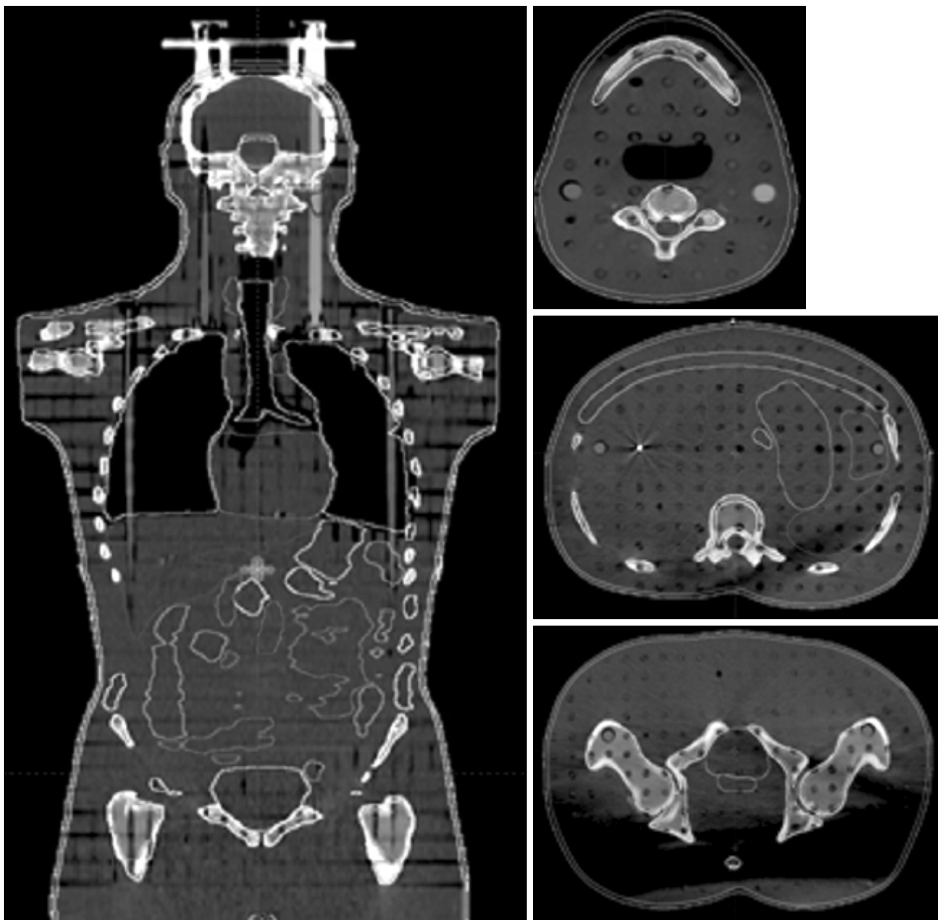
CT contouring images.
